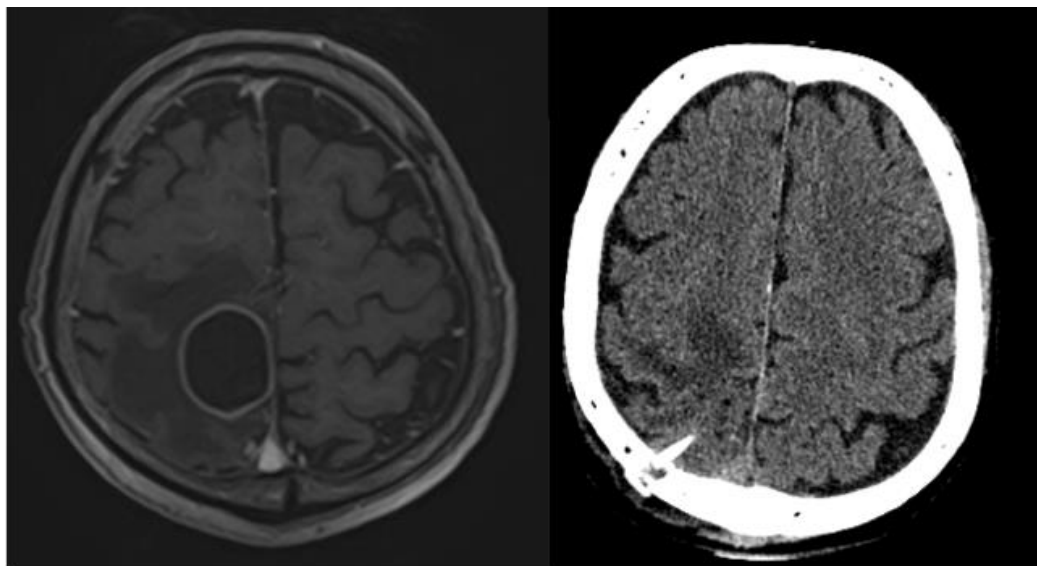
А - МРТ головного мозга после внутривенного контрастирования в режиме Т1 в аксиальной проекции. В - КТ головного мозга в аксиальной проекции после имплантации резервуара Оммайя и эвакуации жидкостного содержимого кистозной опухоли правой теменной доли (И/б 32431/С2023)
